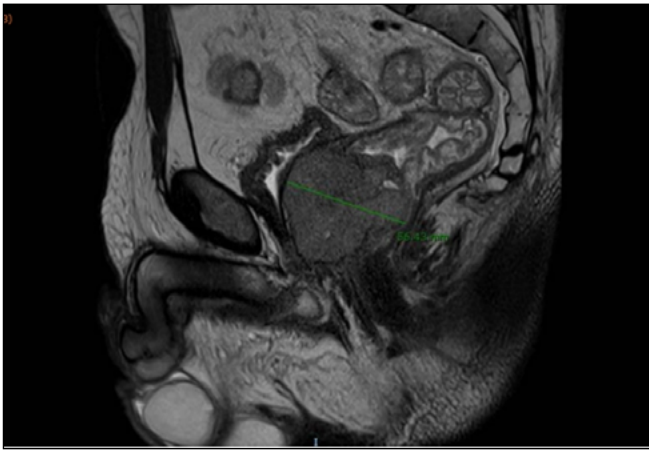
RMN pelvis con contraste intravenoso, corte sagital. Tumoración sólida de 56mm en pared anterior de recto inferior.
